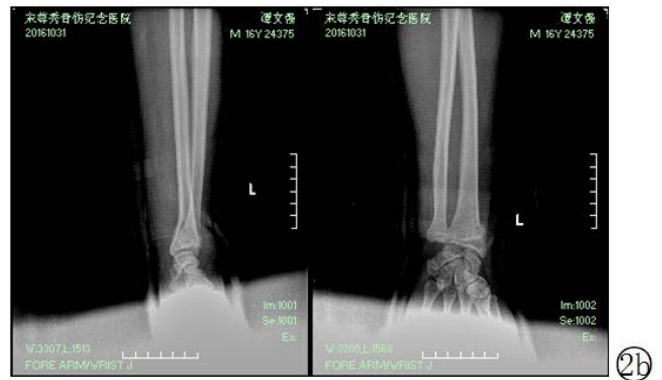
男, 15岁, 左、右双侧桡骨远端骨折, (左 Smith骨折), 在学校打篮球时不慎摔倒3小时就诊。②a 伤后3小时正侧X线片示双侧桡骨远端骨折, 其中左侧为 Smith骨折。②b C型臂监测下手法复位石膏外固定术后示骨折端对位对线良好。
